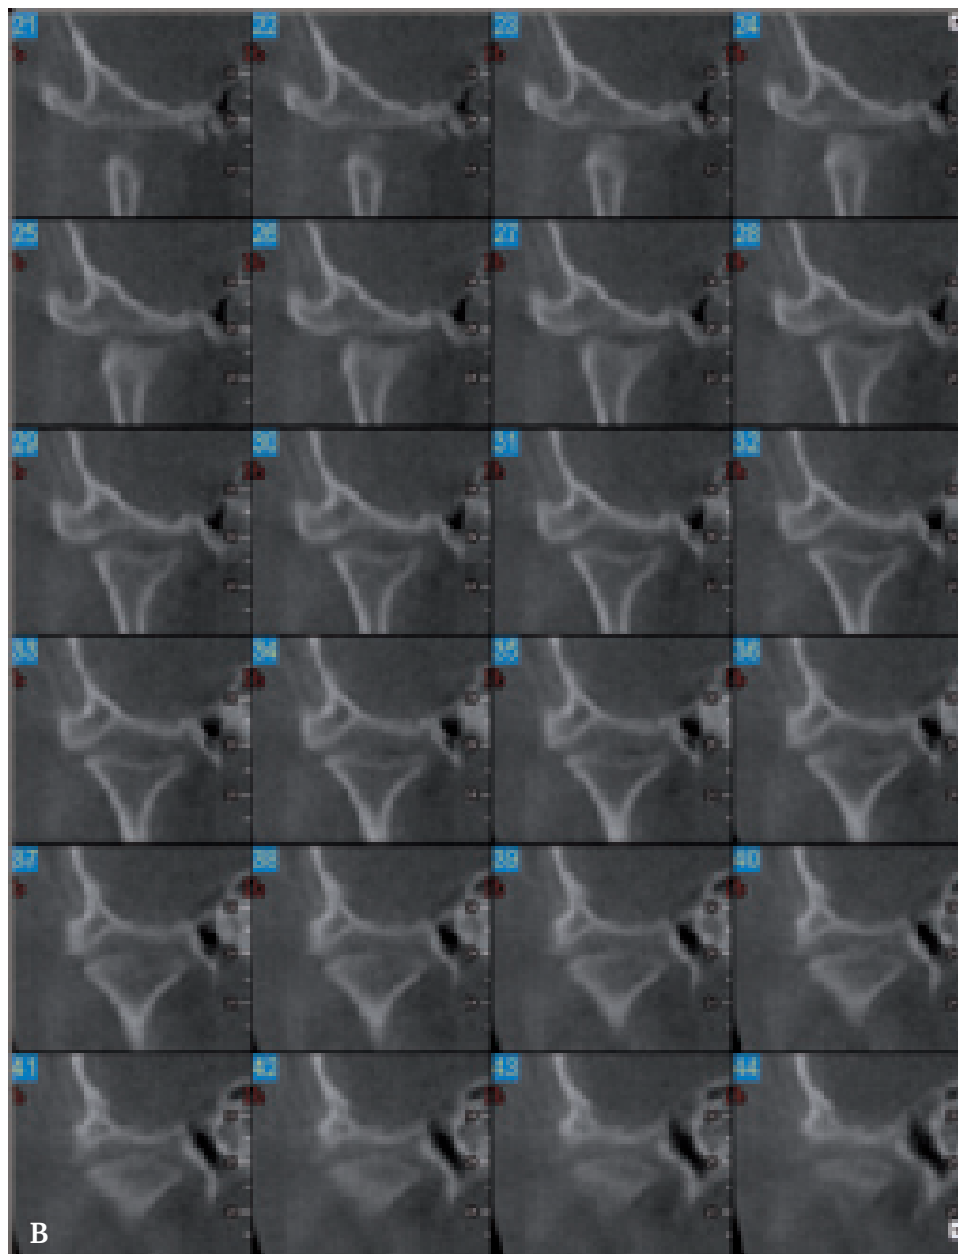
CBCT-billeder for lejringsbestemmelse af retineret 38 i forhold til canalis mandibulae. De 2-D-tværsnitbilleder i koronalplanet viser, at canalis mandibulae (mærket med pil) er beliggende bukkalt for visdomtandens rodkompleks.
